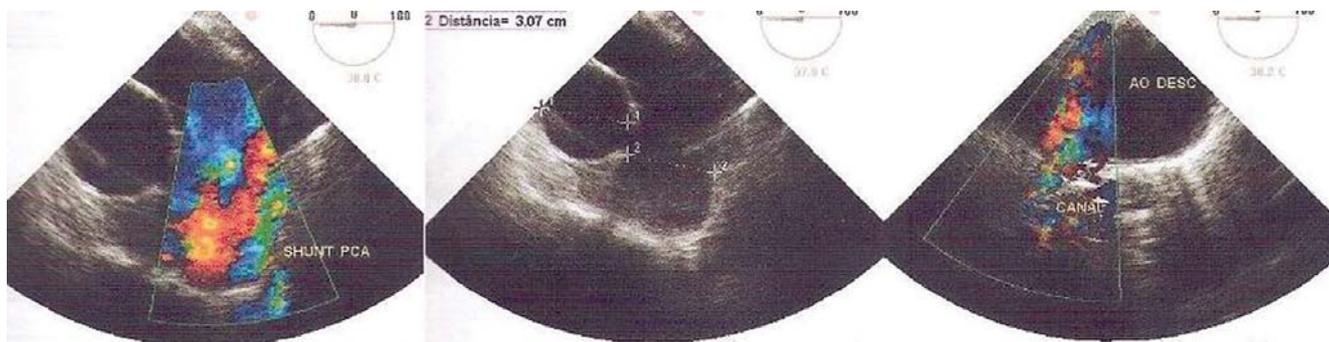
Ecocardiografia transesofágica pré-operatória demonstrando a PCA com shunt direcional aorto-pulmonar
